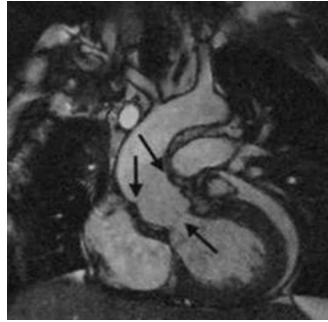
МРТ. Визуализация регургитации из аорты в левый желудочек
